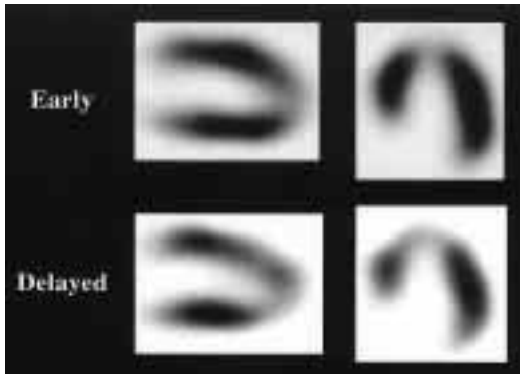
On ^{123}I -BMIPP myocardial SPECT in September 2000, the initial imaging indicated moderately decreased tracer uptake in the apico-antero-septal region and the delayed imaging revealed reverse-redistribution in the same area.
